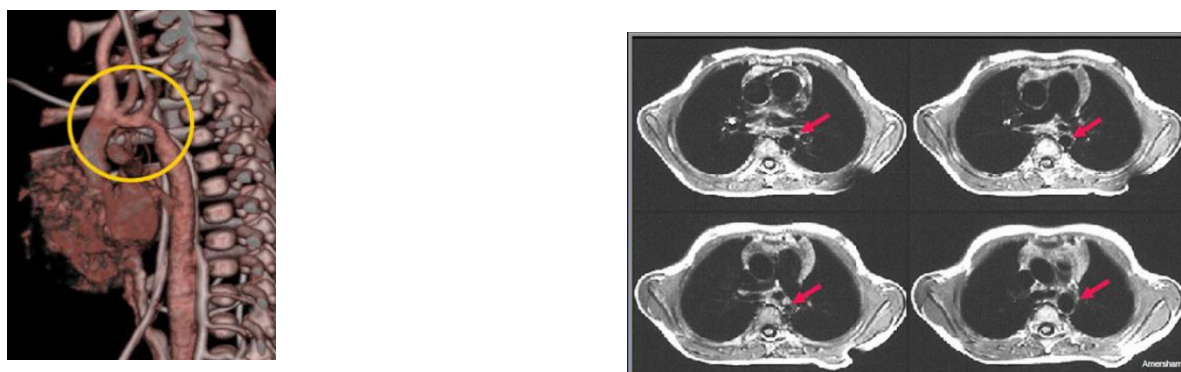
Компьютерная мультиспиральная и магниторезонансная томография КоА
